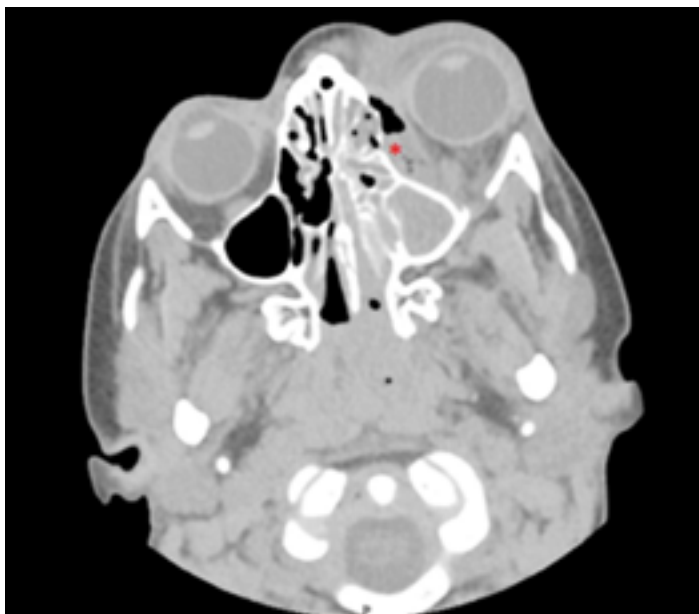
Tomografía axial computarizada orbitaria. Se observa ocupación de senos maxilar y etmoidales izquierdos y absceso subperióstico (señalado por asterisco) con opacificación preseptal como orbitaria.
